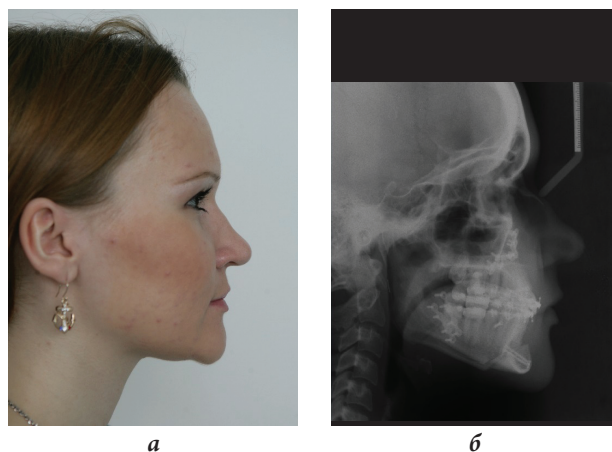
Профиль лица (а) и телерентгенограмма головы в боковой проекции (б) пациентки Ф. через 12 мес после проведения ортогнатической операции
